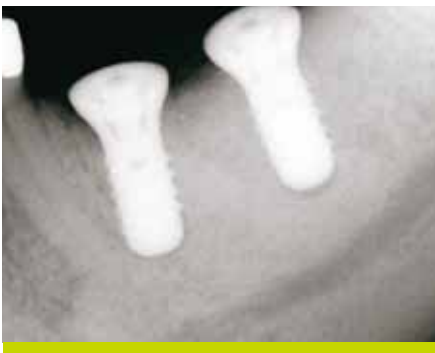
Le cliché radiographique révèle des tissus durs stables et durs trois mois après la pose de des implants et 12 mois après la procédure de greffe.
